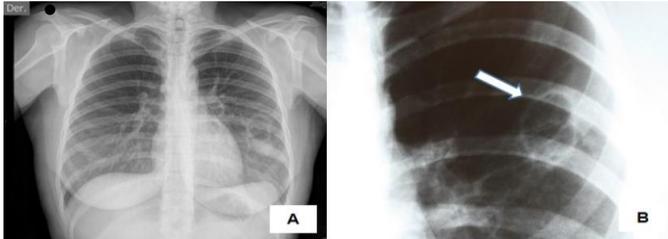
Coccidioidomicosis pulmonar. Radiografía de tórax. A) Frontal. Se observa intenso infiltrado en el parénquima pulmonar y en los bronquios. B) Lateral. Formación de una cavidad..
